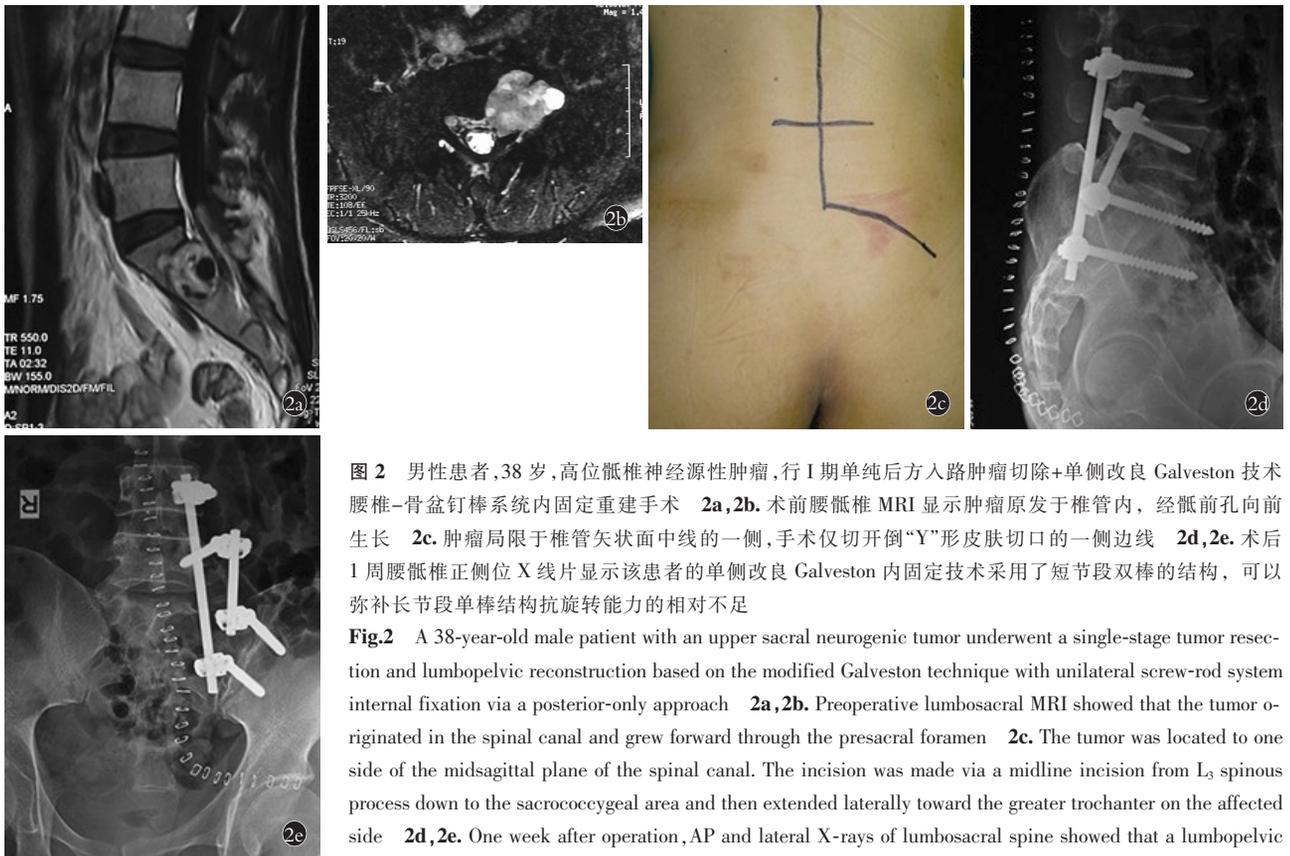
男性患者,38 岁,高位骶椎神经源性肿瘤,行 I 期单纯后方入路肿瘤切除+单侧改良 Galveston 技术腰椎-骨盆钉棒系统内固定重建手术 2a,2b。术前腰椎 MRI 显示肿瘤原发于椎管内,经骶前孔向前生长 2c。肿瘤局限于椎管矢状面中线的一侧,手术仅切开倒“Y”形皮肤切口的一侧边缘 2d,2e。术后 1 周腰椎正侧位 X 线片显示该患者的单侧改良 Galveston 内固定技术采用了短节段双棒的结构,可以弥补长节段单棒结构抗旋转能力的相对不足
